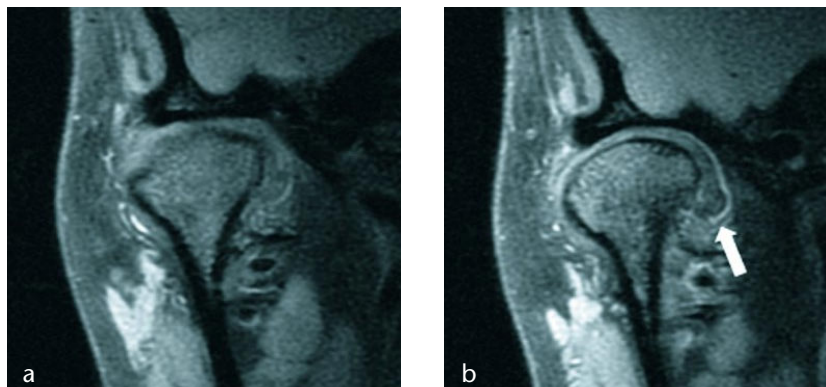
MRT des rechten Kiefergelenkes im Koronarschnitt, 4a arthritische Veränderung des Kondylus, 4b Medialverlagerung des Diskus articularis
